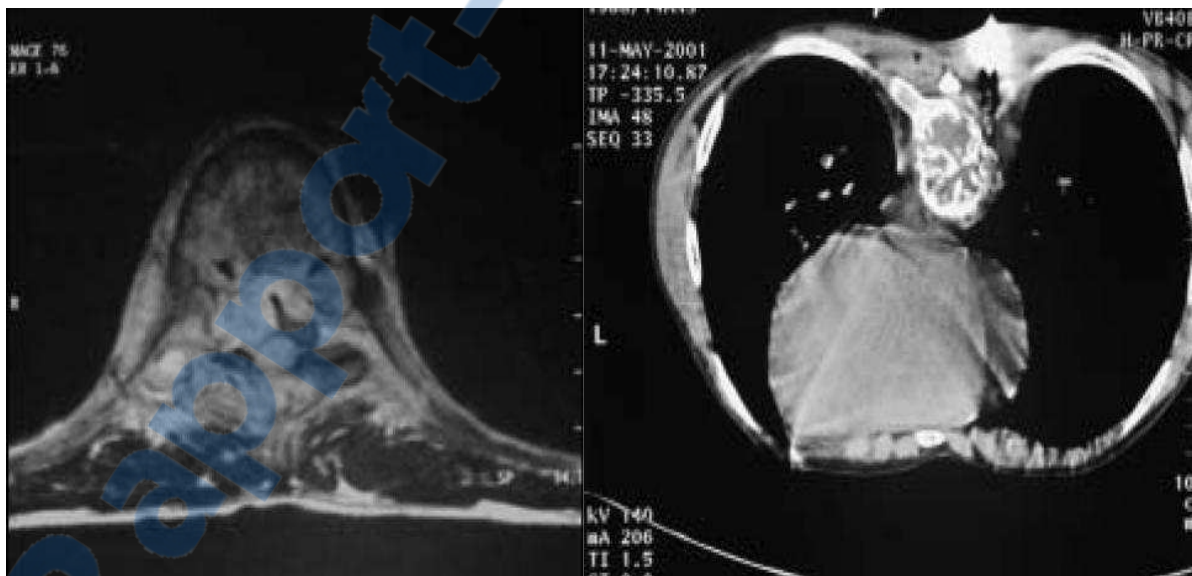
IRM en coupe axiale T1 après injection. L'angiome prend fortement le contraste avec une importante réduction du canal médullaire et un refoulement de la moelle. Le caractère trabéculaire de l'angiome
